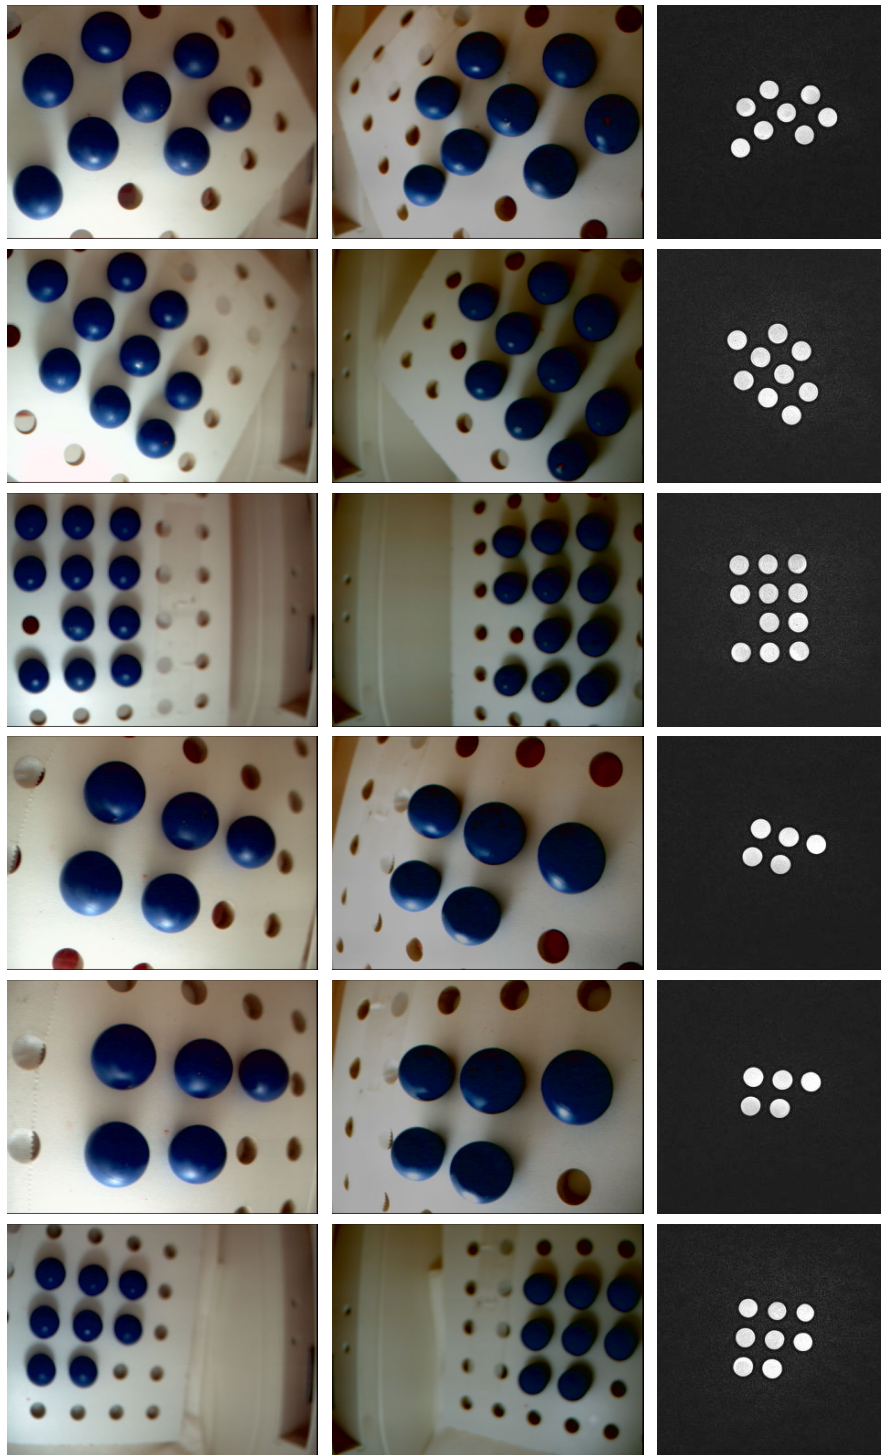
Ein Kreuzkalibrierdatensatz (von den MRT-Volumen ist nur eine repräsentative Schicht abgebildet): an der unterschiedlichen Größe der Kugeln ist erkennbar, dass sie sich jeweils auf unterschiedlichen Ebenen innerhalb der Kopfspule befunden haben.
